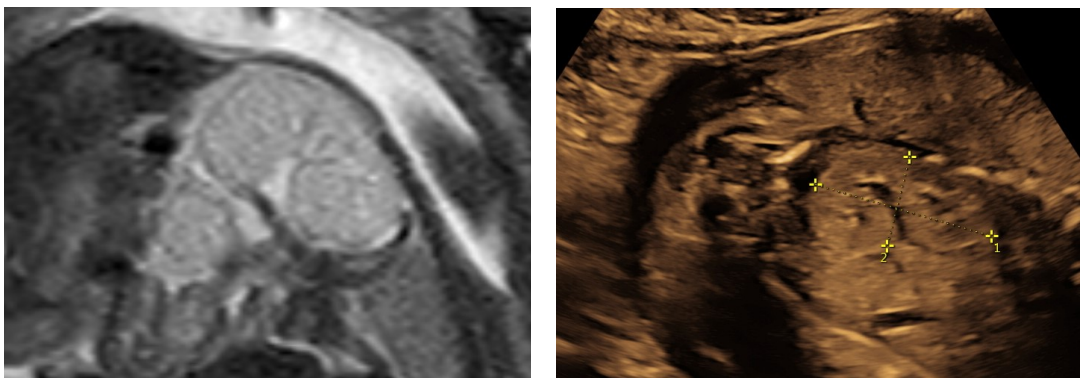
Vergrößerte, echoreiche Niere bei Joubert Syndrom. Fetal MRI, T2 gewichtete Sequenz (links) und Ultraschalluntersuchung (rechts) SSW 23
